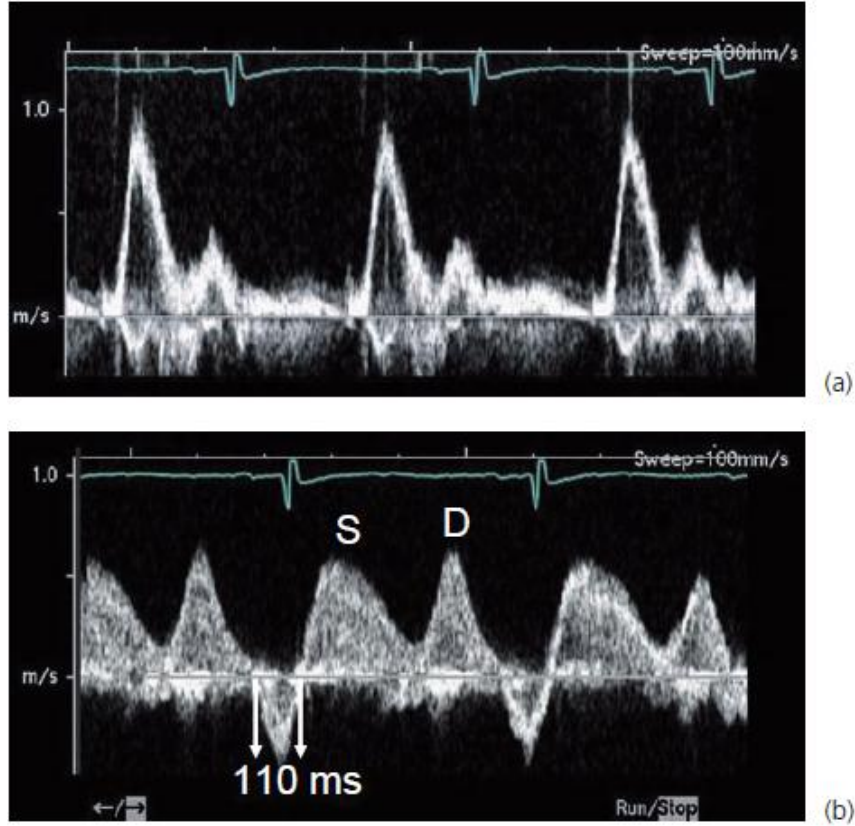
Mitral inflow Doppler (a) and pulmonary venous inflow Doppler (b) tracings from a child with diastolic disease characterized by pseudo-normal left ventricular filling. The mitral inflow tracing appears normal because the early diastolic filling (E) velocity has been "pseudo-normalized" by elevated left atrial pressures with poor left ventricular (LV) compliance. The pulmonary venous inflow tracing shows prolonged atrial reversal (AR) with atrial contraction, and the AR duration (120 ms) exceeds the A duration (80 ms) from the mitral tracing. This finding correlates with elevated end-diastolic ventricular pressure and helps to discriminate that the mitral pattern is "pseudo-normal." D, diastolic velocities; S, systolic velocities.
